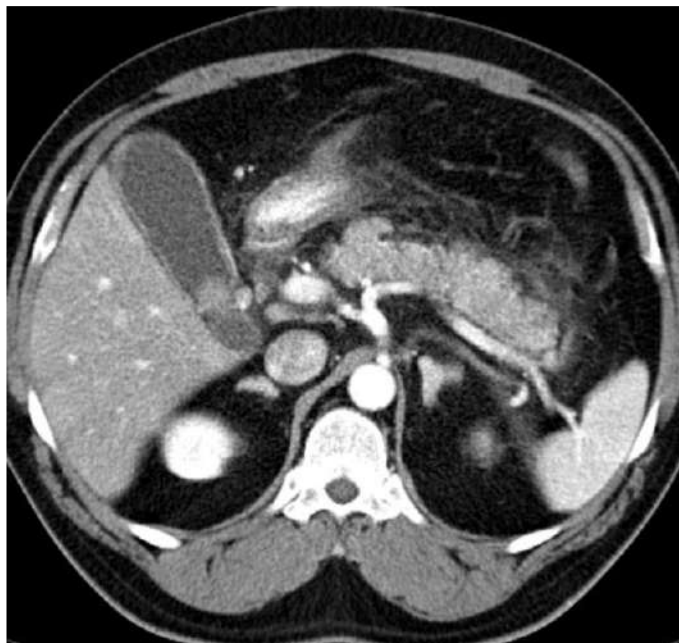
Комп'ютерна томограма: ГП, стадія В за Balthazar E
